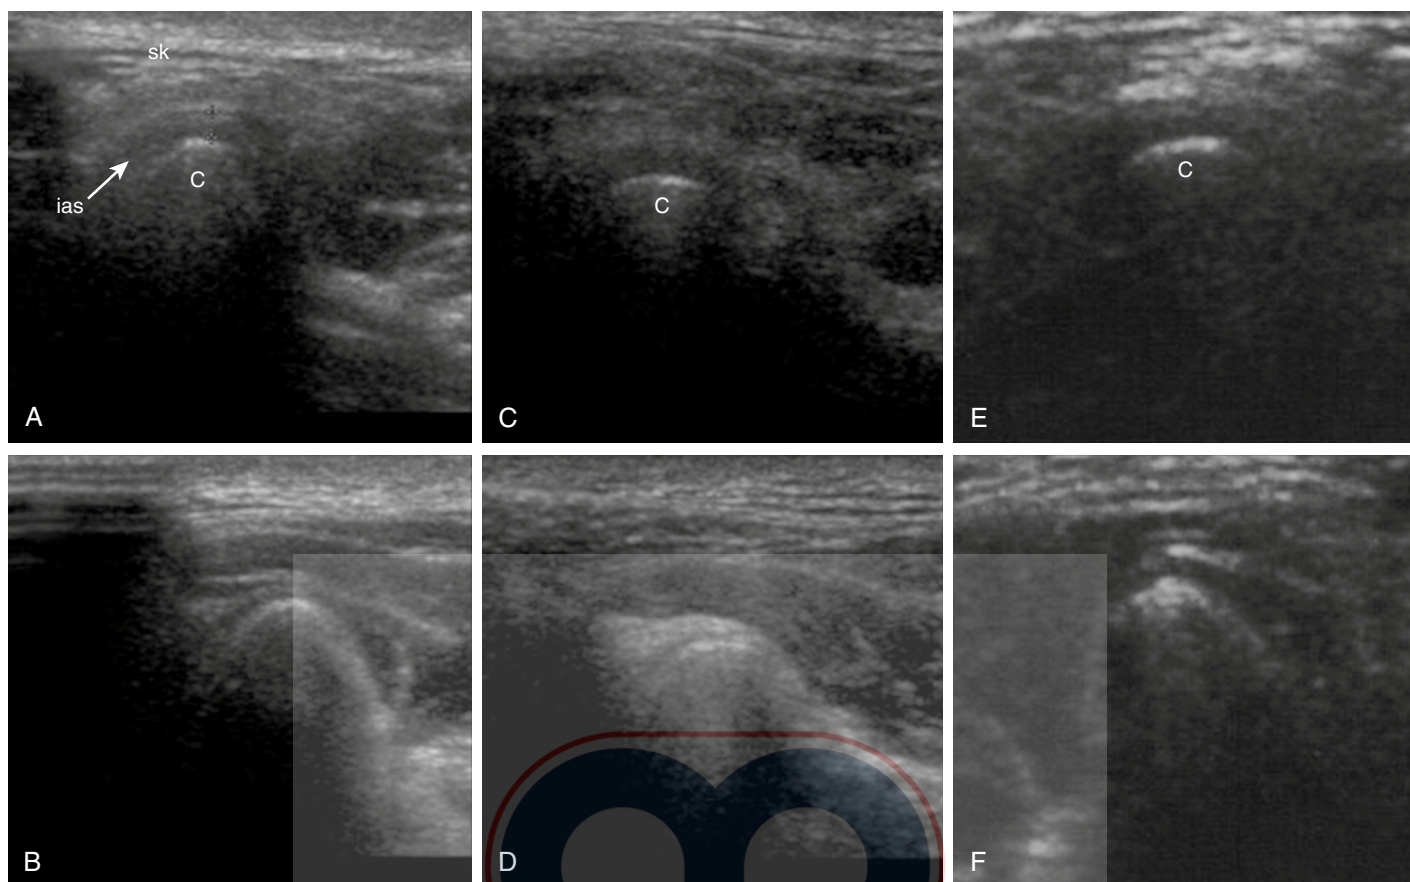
Ejemplos de exámenes de ultrasonido de individuos que presentan una posición normal en el disco (A, B) desplazamiento de disco reducible (C, D), y desplazamiento de disco irreducible (E, F). A, C, y E, Boca cerrada. B, D y F, Boca abierta. A-D, TMJ derecha. E y F, TMJ izquierda. C, cóndilo; ias, espacio intra-articular; sk, piel. (From Dupuy-Bonafé I, Picot M-C, Maldonado IL, et al.: Internal derangement of the temporomandibular joint: is there still a place for ultrasound? *Oral Surg Oral Med Oral Pathol Oral Radiol* 113[6]: 832-840, 2012; Fig. 2).
